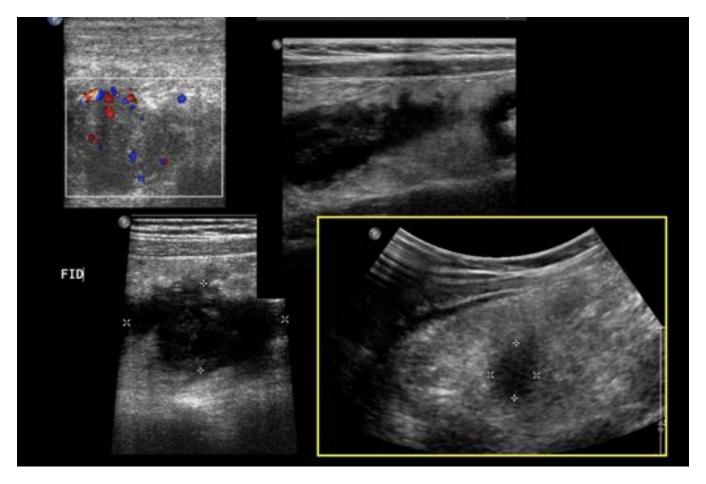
Ecografía abdominal en modo B y Doppler color. Marcada alteración de la ecogenicidad de la grasa mesentérica con áreas de aumento de la ecogenicidad e hiperemia Doppler color y colecciones organizadas en relación con abscesos.
